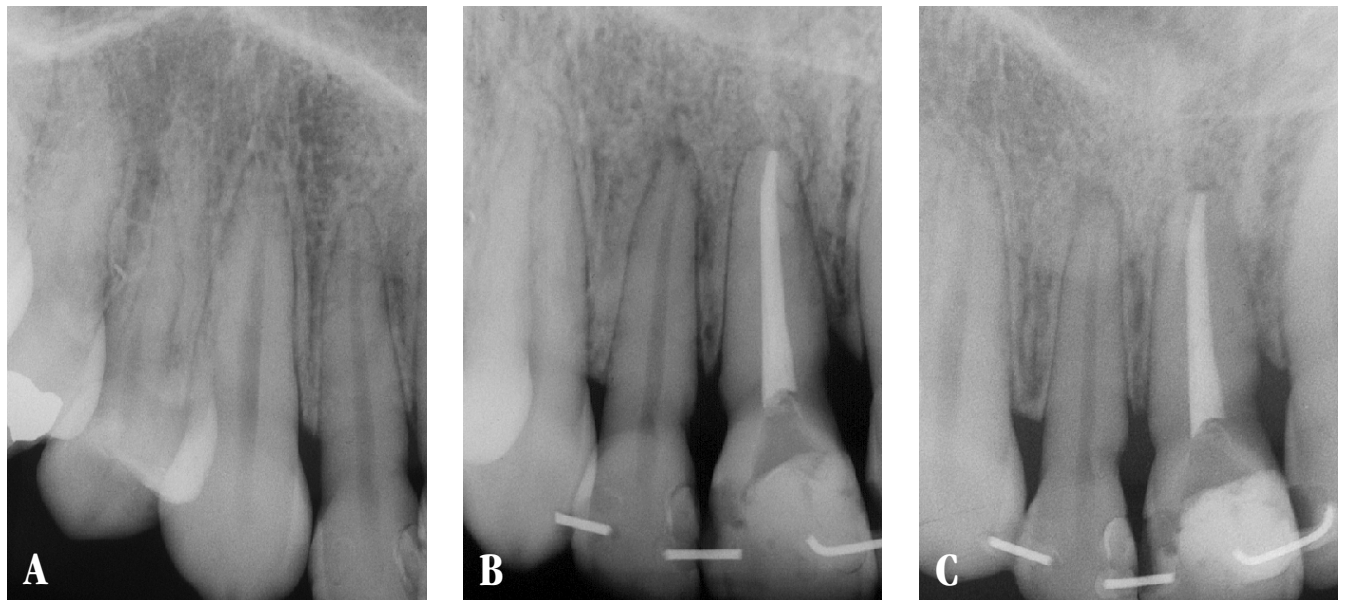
Radiografias periapicais do lado superior direito. (A) Antes; (B) logo após; e (C) um ano de contenção. Nota-se a ausência de modificações no contorno ósseo e nos ápices radiculares. Área radiolúcida periapical no incisivo lateral superior direito sugere necrose pulpar, porém a resposta é positiva ao teste térmico com gelo.
